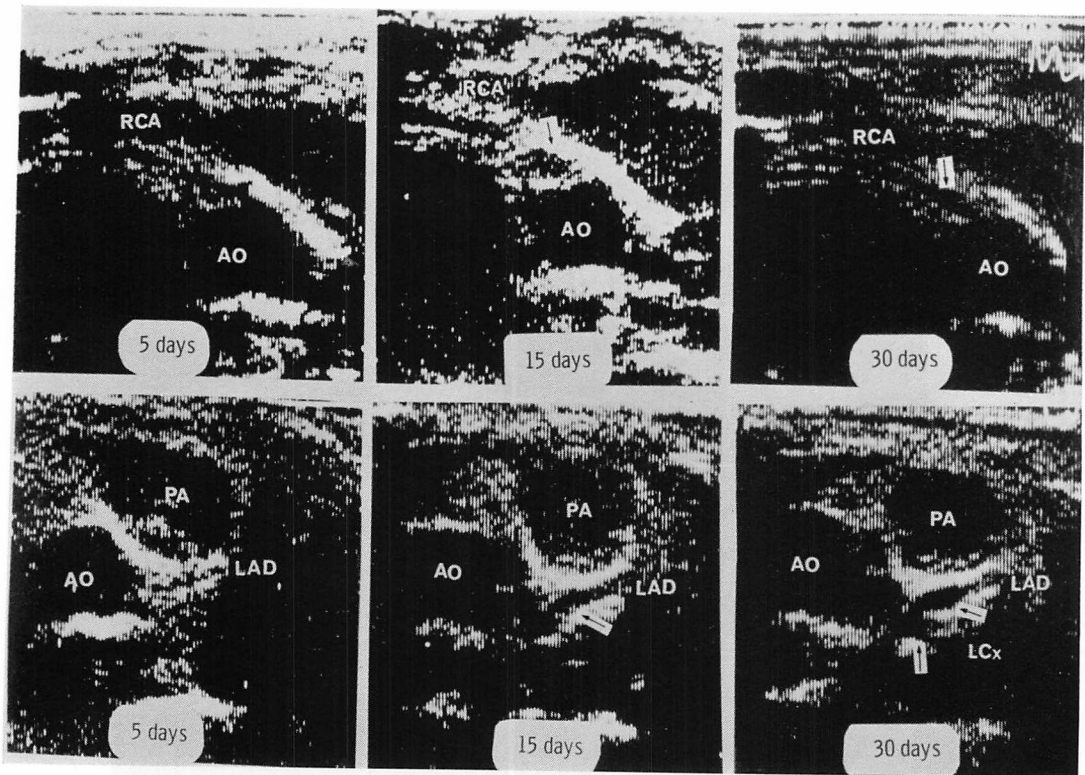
Serial two-dimensional echocardiograms in acute phase of Kawasaki disease (2 years old female).
